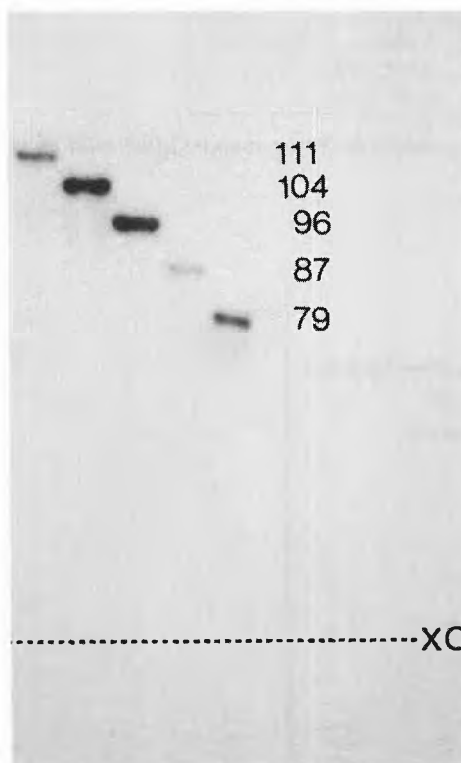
Synthesis of a complete vaccinia promoter and fragments thereof by the phosphite method (autoradiograph).
